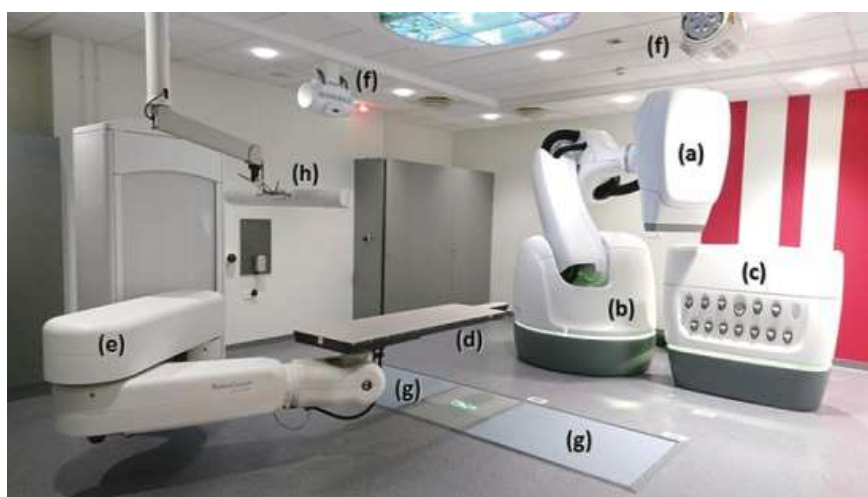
Элементы системы Кибер-нож А.6-МВ ускоритель рентгеновских лучей b. Роботизированный манипулятор с. Набор коллиматоров d. Кушетка пациента e. Второй роботизированный манипулятор f. 2кВ рентгеновский излучатель для имаджинга g. планарные детекторы рентгеновского излучения h. камера для отслеживания дыхания и движений пациента [5]
